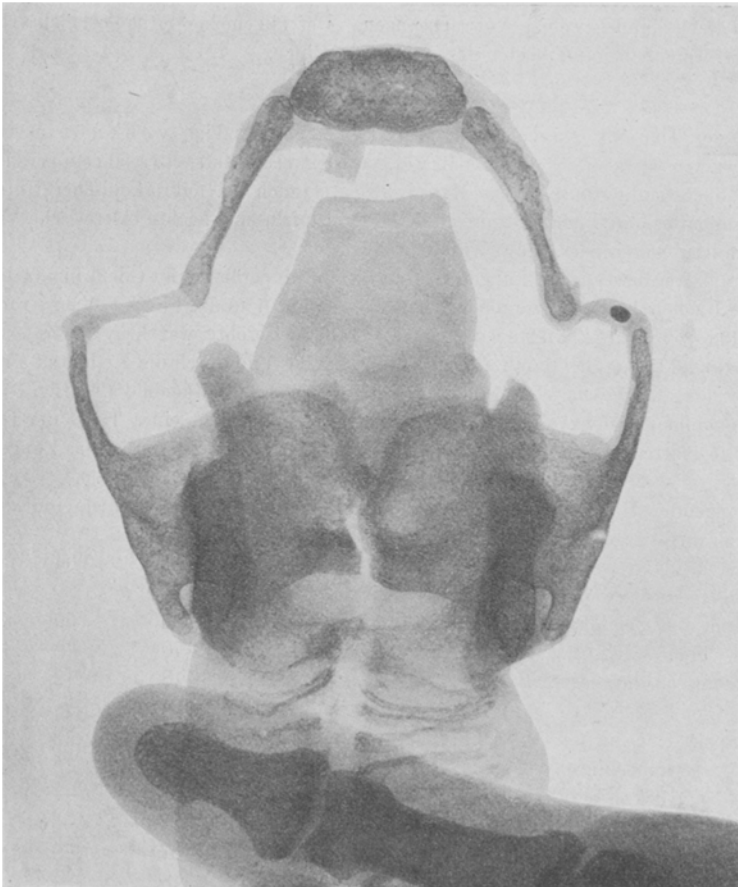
Röntgenphotogramm des Kehlkopfs.
